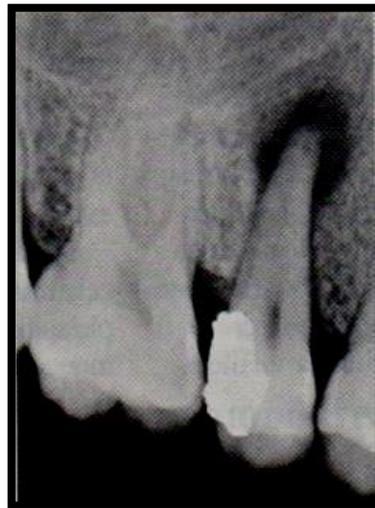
Imagen radiolúcida periapical que revela lesión crónica del O.D 15.
